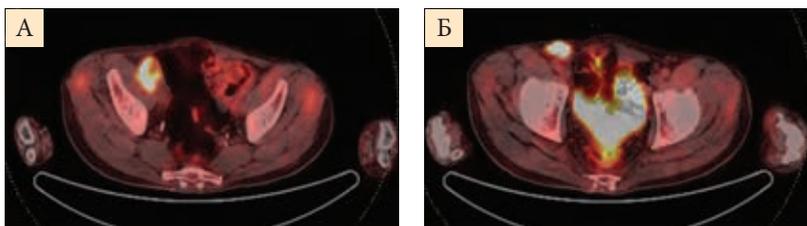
ПЭТ-КТ органов малого таза (ноябрь 2019 г.): появление метастазов в подвздошных (А) и паховых (Б) лимфоузлах справа
